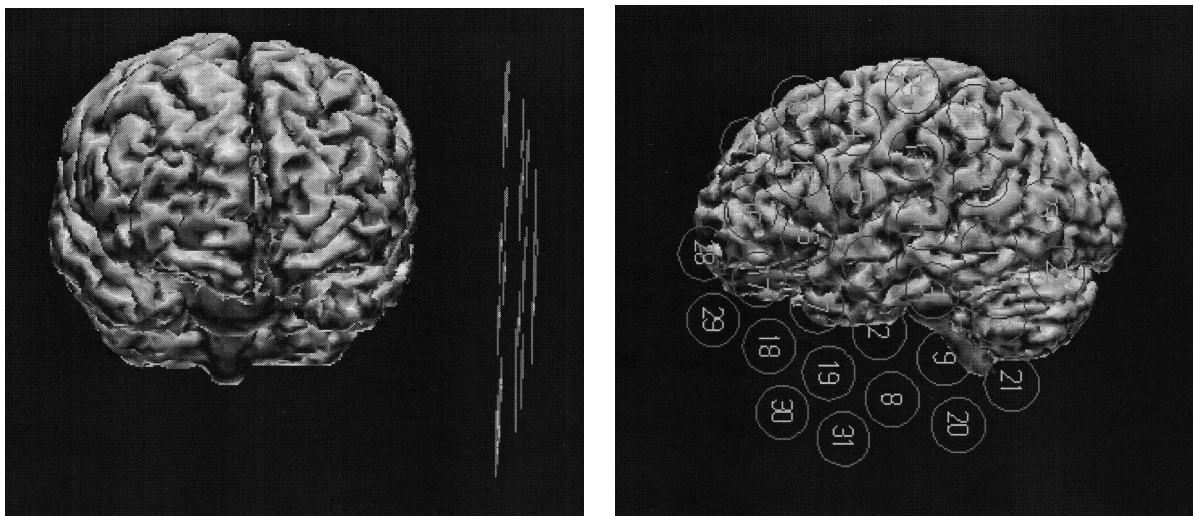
Links, individuelles MRI eines Probanden von frontal betrachtet mit linkshemisphärisch positionierten Antennenspulen (coils). Rechts, die 31 coils sind sichtbar durchnummeriert.
